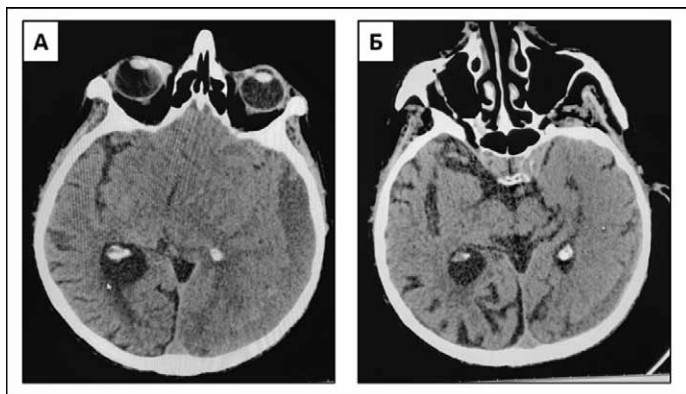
Компьютерная томография пациента: А — до операции, Б — после операции.
